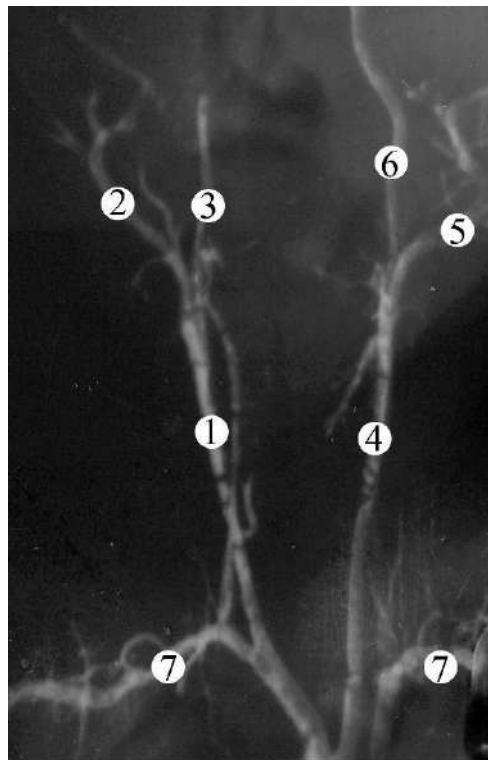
Рентгенограма голови і шиї плода 450,0 мм ТПД (артерії заповнені розчином на основі свинцевого сурика). Фоторентгенограма. Зб. 1,9^x:
